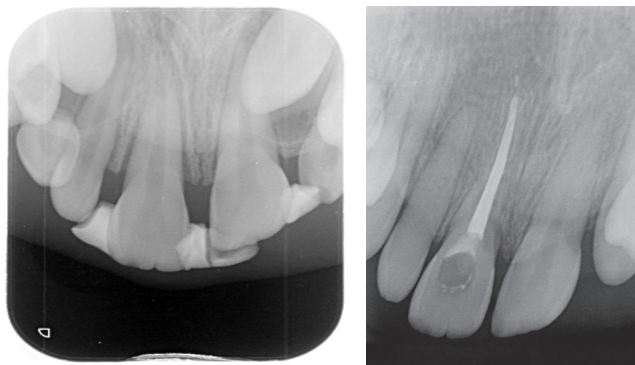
Initial radiographic view of Case 2.
